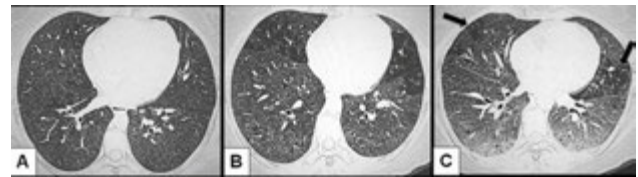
(А) Комп'ютерна томографія з високою роздільною здатністю (HRCT) пацієнтки з гострим ЕАА демонструє безліч дрібних вузликів. (В) КТ-картина легень пацієнтки з підгострим перебігом ЕАА: поряд з вузликовою дисемінацією наявний синдром «матового скла» та «повітряних пасток». (С) КТ-зображення демонструє ознаки фіброзу легень у задній площині легень та виражений синдром «повітряних пасток» (стрілки)
